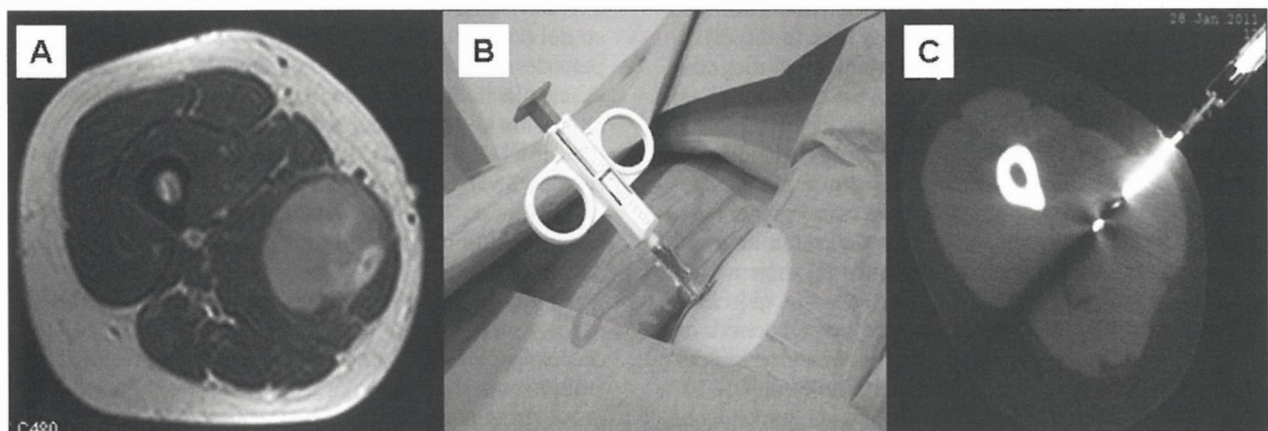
Biopsia guiada por TAC. A) Resonancia magnética de tumor de partes blandas en muslo, bien delimitado y heterogéneo. B) Tru-cut insertado por vía percutánea. C) Visualización por TAC del tru-cut en el tumor. (Cortesía del Dr. Ricard Pérez y de la Dra. Carmen Sánchez).
